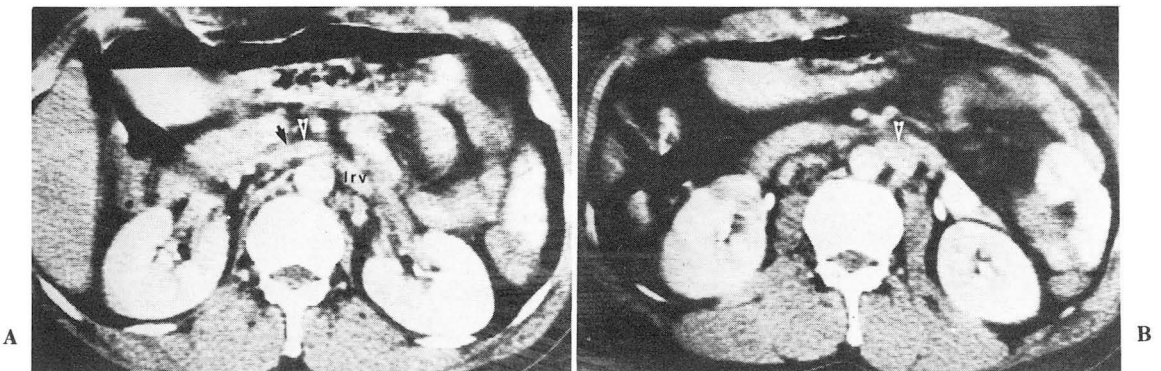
CT of left postrenal inferior vena cava (arrow) crossing midline at renal hilum level. (lrv : left vein)
